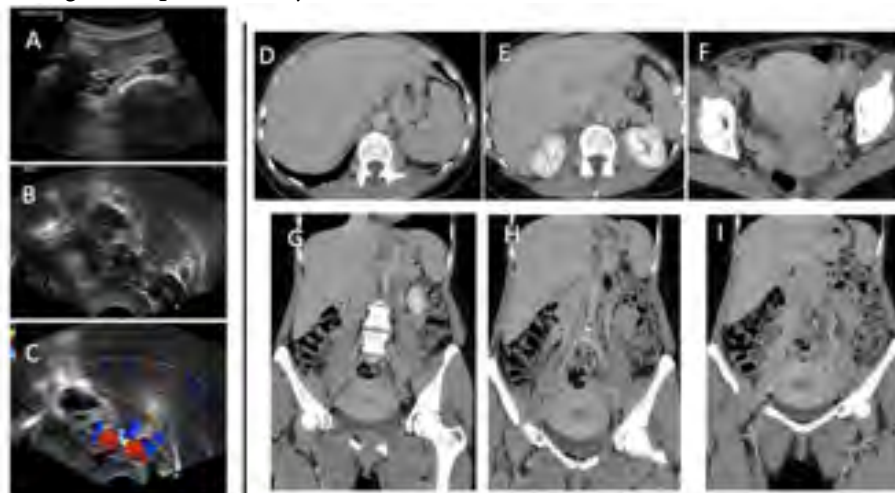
A, B y C. Ecodoppler color venoso. Cuadro congestivo secundario a síndrome posttrombótico cavo, iliaco bilateral. Patrón de flujo derivativo anexial. D y E. Evidencia de hipoplasia de vena cava inferior e íliacas. F. Varicocele severo. G, H e I. Desarrollo gonadal bilateral como vía derivativa.
